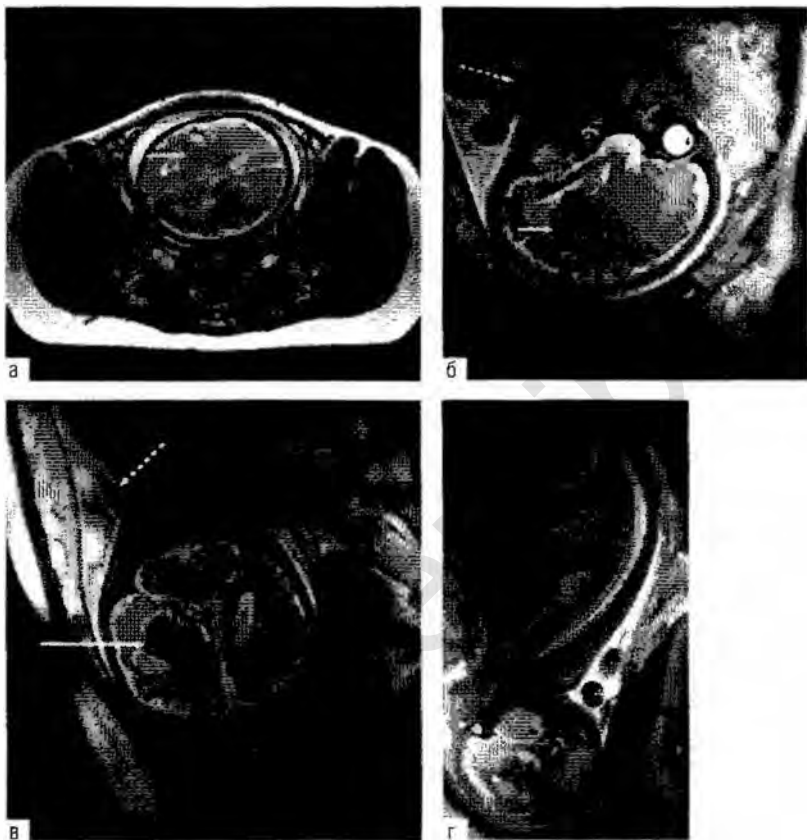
Головной мозг внутриутробного плода на 36–37-й неделе беременности, которая протекала без особенностей. МРТ проводили для уточнения топки и характера поражения головного мозга, выявленного при УЗИ как внутрижелудочковое кровоизлияние. На T2-взвешенных true FISP аксиальной (а), HASTE сагитальной (б) и коронарной (в) проекциях определяется наличие субэпендимального (внутримозгового) мягкотканного объемного образования (отмечено сплошной стрелкой) с неровными четкими контурами и наличием по периферии умеренного геморрагического и кистозного компонента. Для исключения поражения позвоночника и спинного мозга было получено их T2-взвешенное сагитальное изображение с помощью импульсной последовательности HASTE (г). Обратите внимание на обвитие пуповиной шеи плода [пунктирные стрелки на (б–в)].
